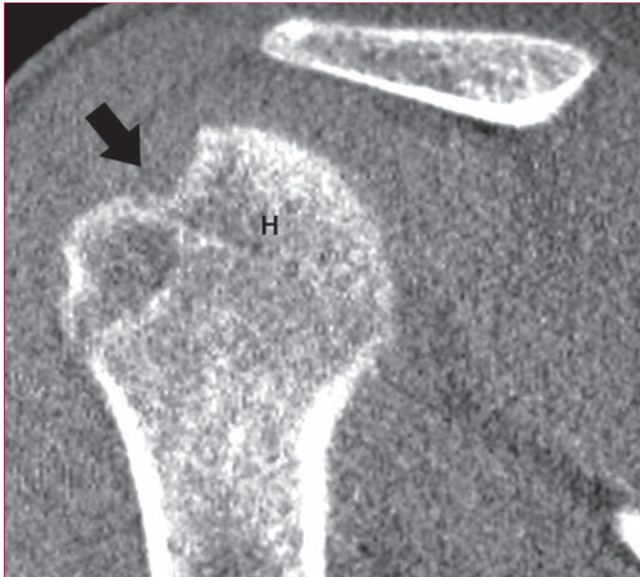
Imagen de tomografía computarizada en la que se aprecia una lesión de Hill-Sachs (flecha). H: cabeza del húmero. (Adaptada con la debida autorización de Arciero RA, Spang JT: Complications in arthroscopic anterior shoulder stabilization: Pearls and pitfalls. *Instr Course Lect* 2008;57:113-124.)
